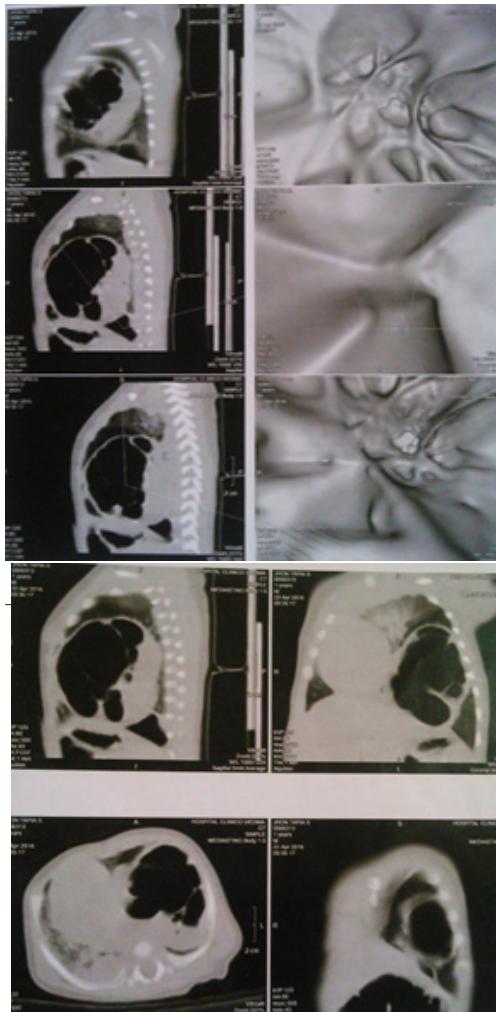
TAC torax: presencia de múltiples quistes en hemitorax izquierdo.
